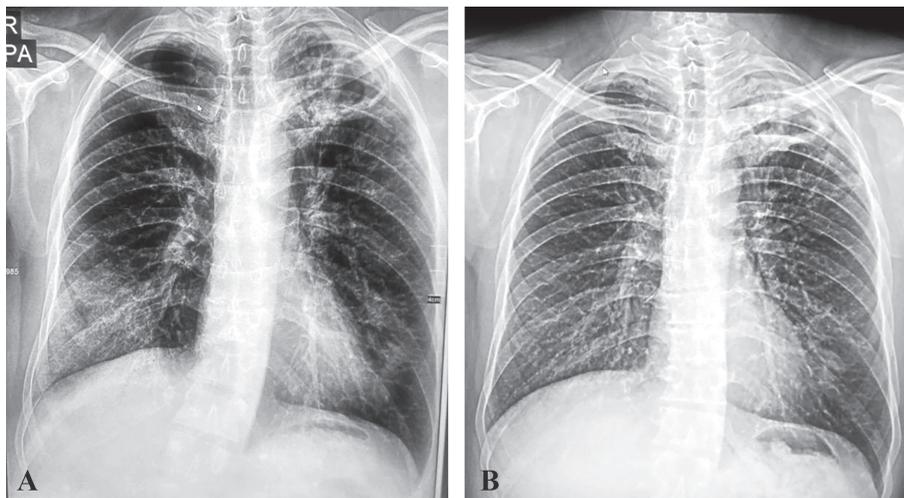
Рентгенограммы пациента с коинфекцией ТБ/COVID-19: А. 18.09.2021 -Неравномерные затемнения легочных полей, особенно справа (признаки, более характерные для COVID-19), а также полостное изменение верхней доли левого легкого (признак ТБ); В. 30.09.2021 - затемнения легочных полей, связанные с COVID-19 не отмечаются, видна полость в верхней доле левого легкого.
